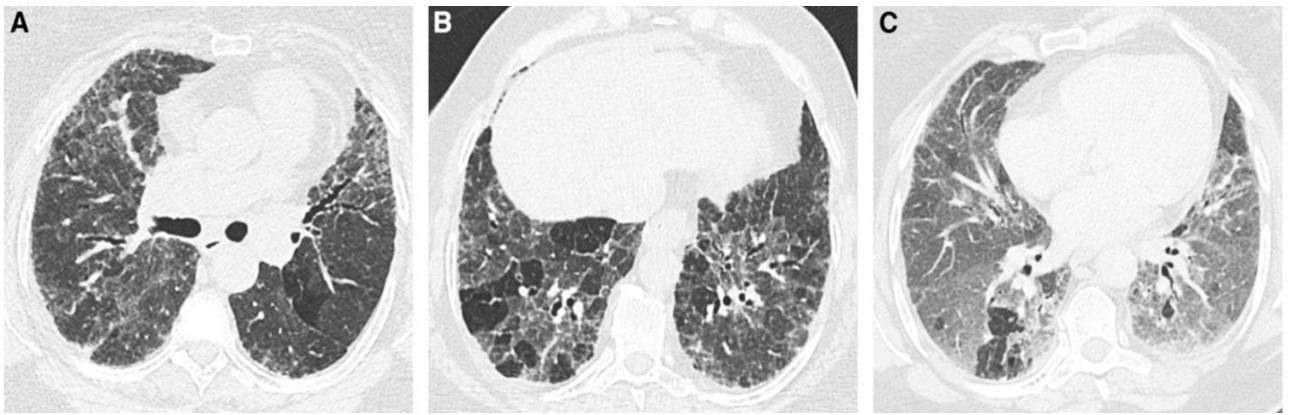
КТВРЗ-патерн, що дозволяє припустити альтернативний діагноз фіброзу легень. Поперечні зрізи КТ (А і В), отримані на глибокому вдиху, показують дисеміновану інфільтрацію легень, зберігаються деякі вторинні легеневі часточки в базальних відділах легень. Поперечний зріз КТ, отриманий на видиху (С), підтверджує долькову повітряну пастку. Всі дані свідчать про хронічний гіперсенситивний пневмоніт [31].
